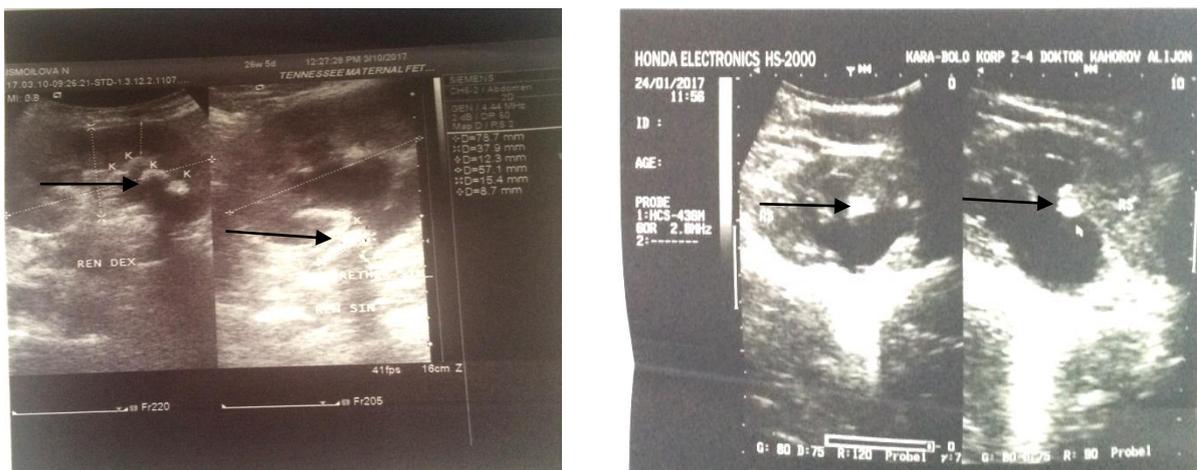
УЗИ почек: на УЗ сканаграммах почек с обеих сторон отмечается наличие множественных теней конкрементов и деформации чашечки, паренхима местами истончена
